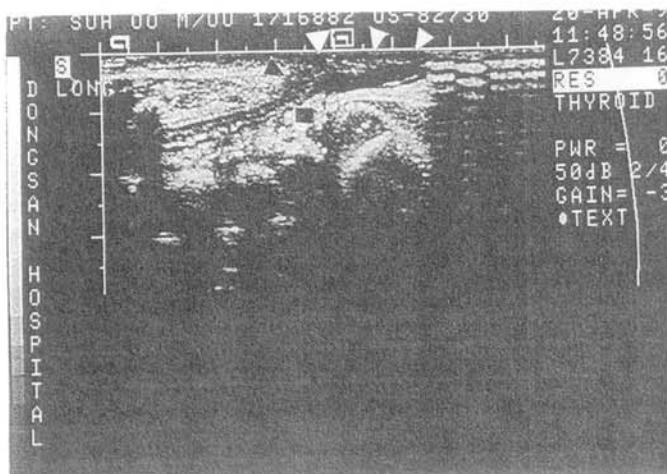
Ultrasonogram of the back, arrows indicate protruded sac. Black square dot indicates body of the 5th lumbar vertebra.
